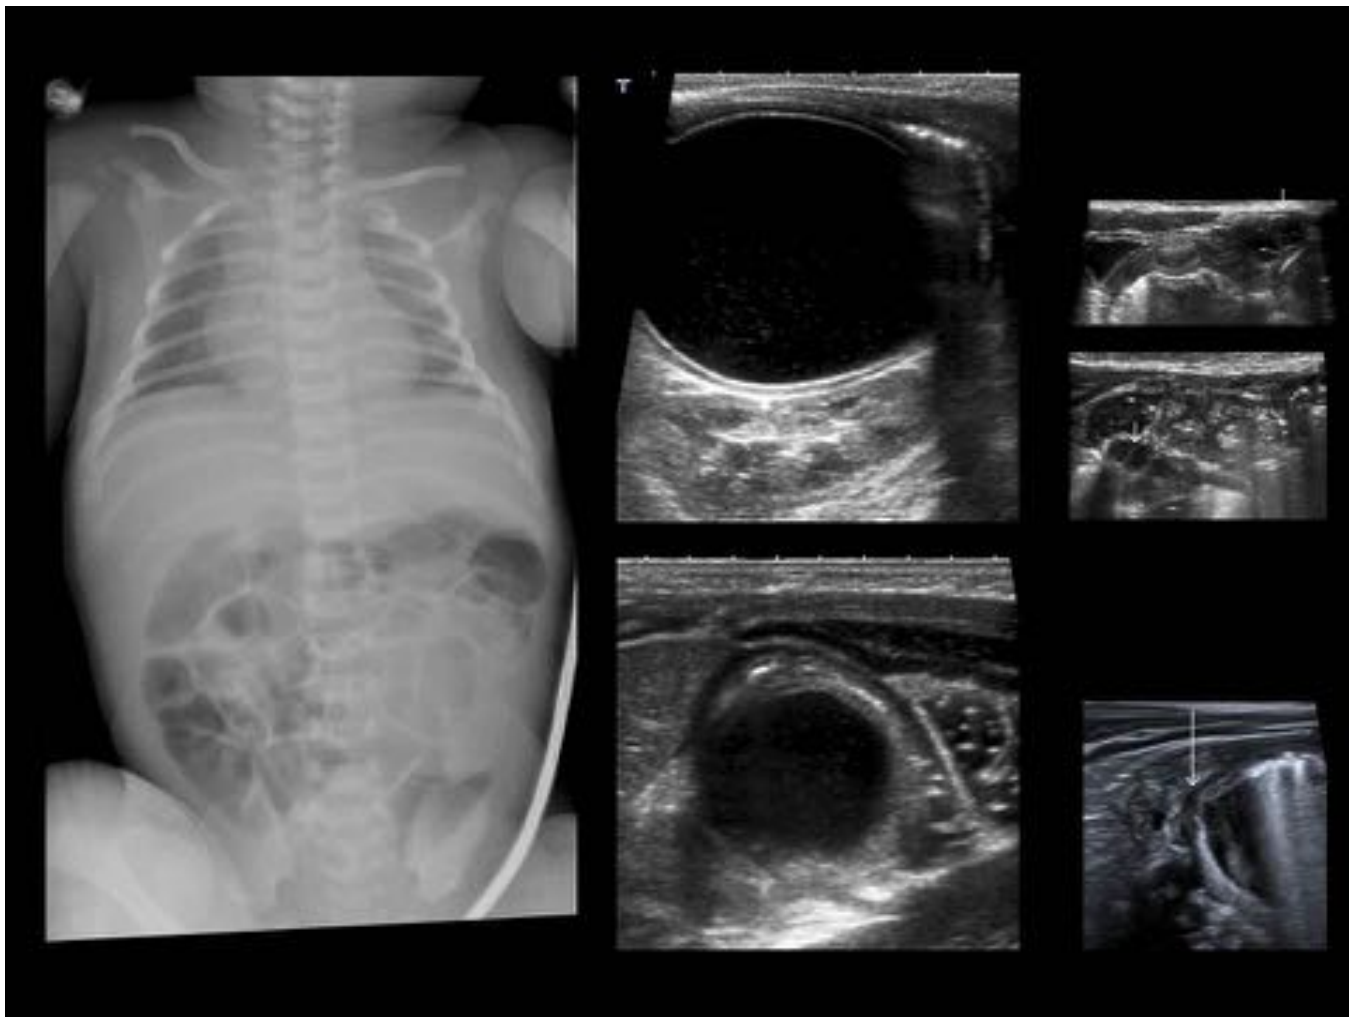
QUISTE DE DUPLICACIÓN - ILEON DISTAL. RNT de 2 días. Intolerancia digestiva y distensión. Diagnóstico intraútero de lesión quística. Rx con leve distensión intestinal, con gas distal, con poca aireación en flanco izquierdo. Ecografía: lesión quística intraperitoneal derecha (cambio de localización, móvil) con pared multicapa intestinal. Vértice en FID, protruyendo sobre la luz ileal. Anejos normales. Ecografía a los 3 meses: menor, aireada y con comunicación ileal (flecha).
